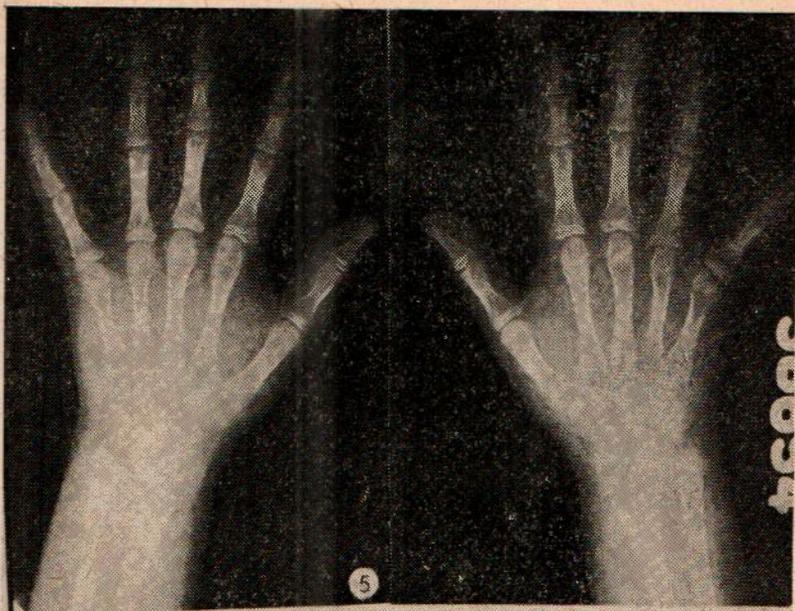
Radiografía de manos demuestra la osteoporosis. Edad ósea normal.
